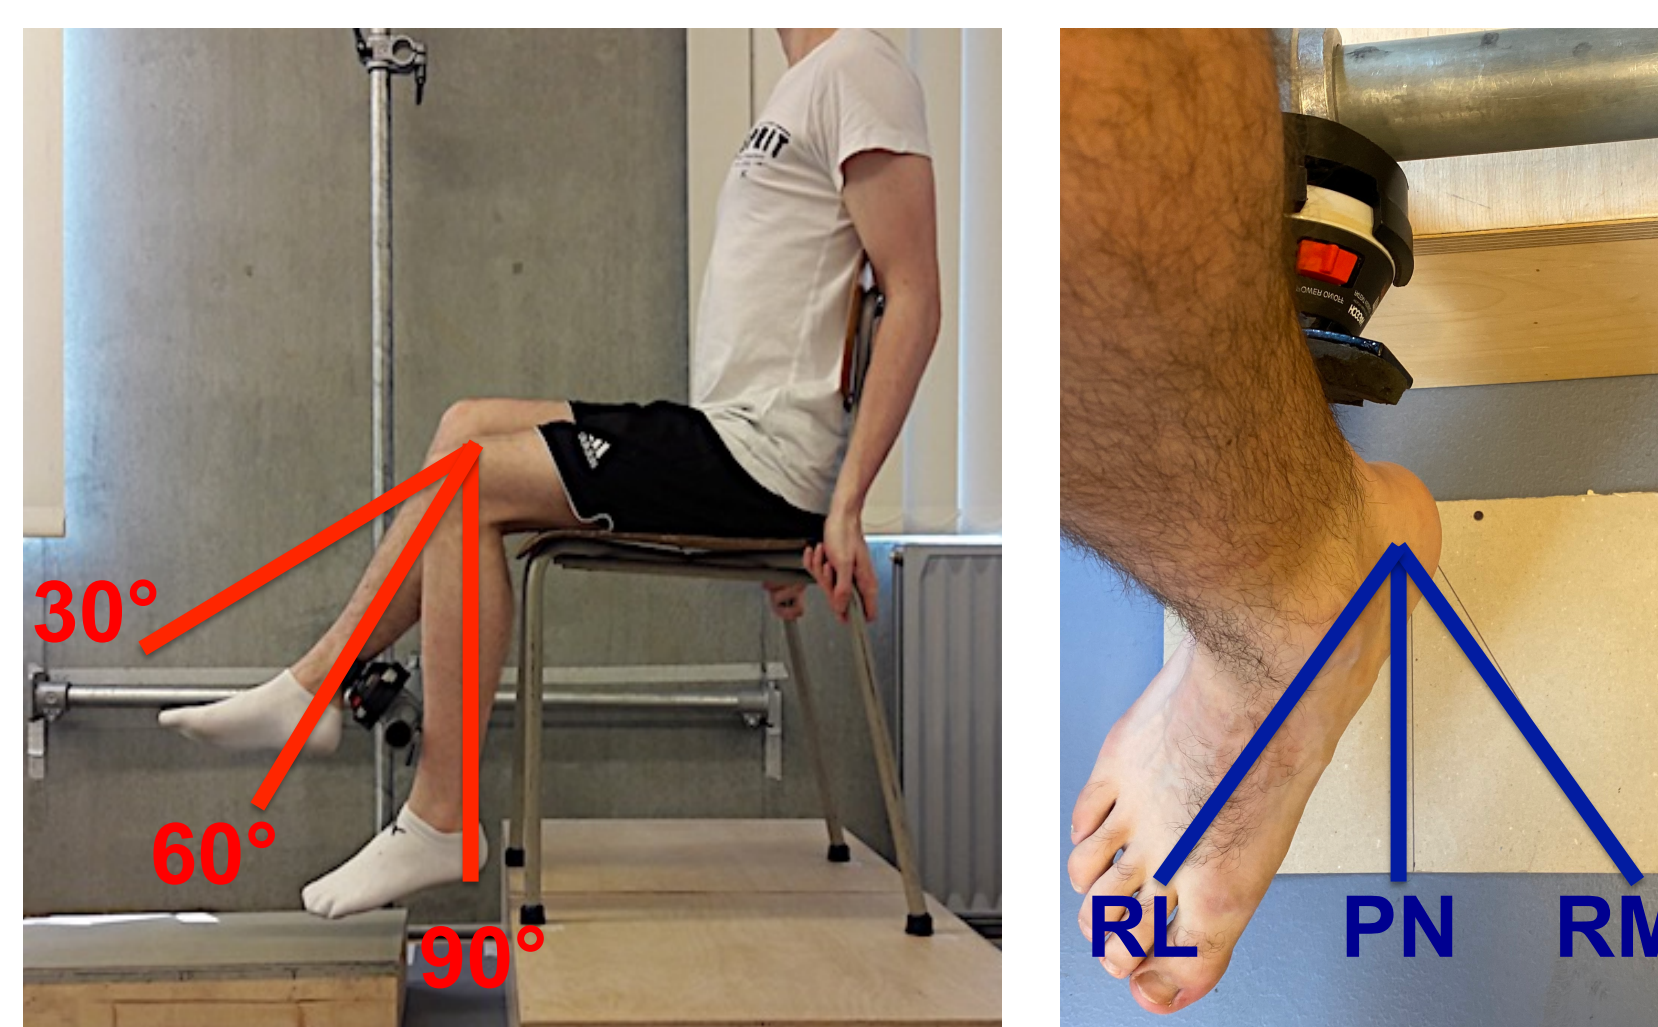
représentation des angles de flexion de genou (30°, 60°, 90°; image gauche) et des rotations tibiales (rotation latérale 30° RL; position neutre PN; rotation médiale 30° RM; image droite)
